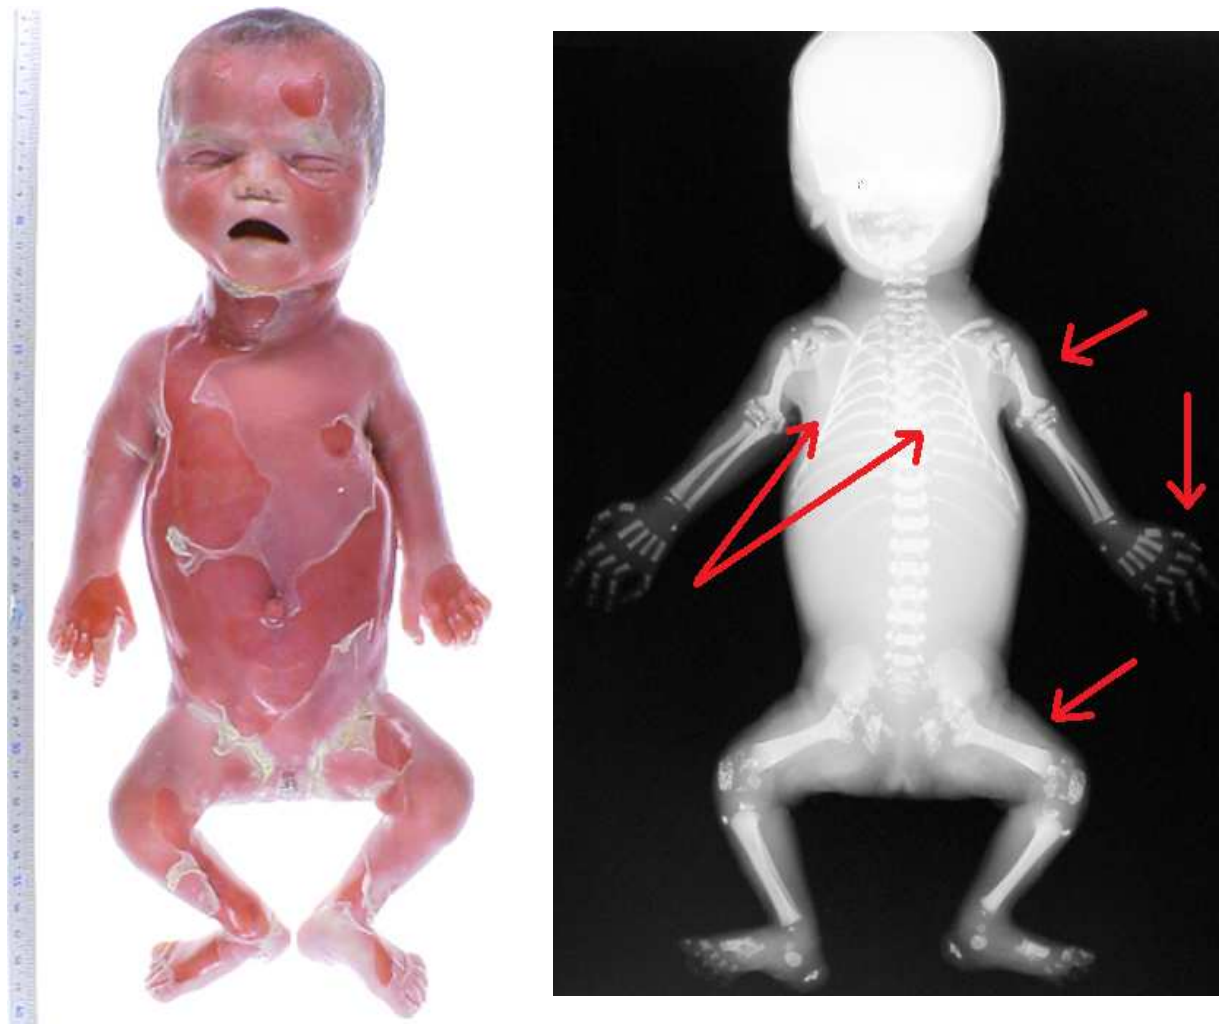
Photographie et Radiographie du patient MEY.
